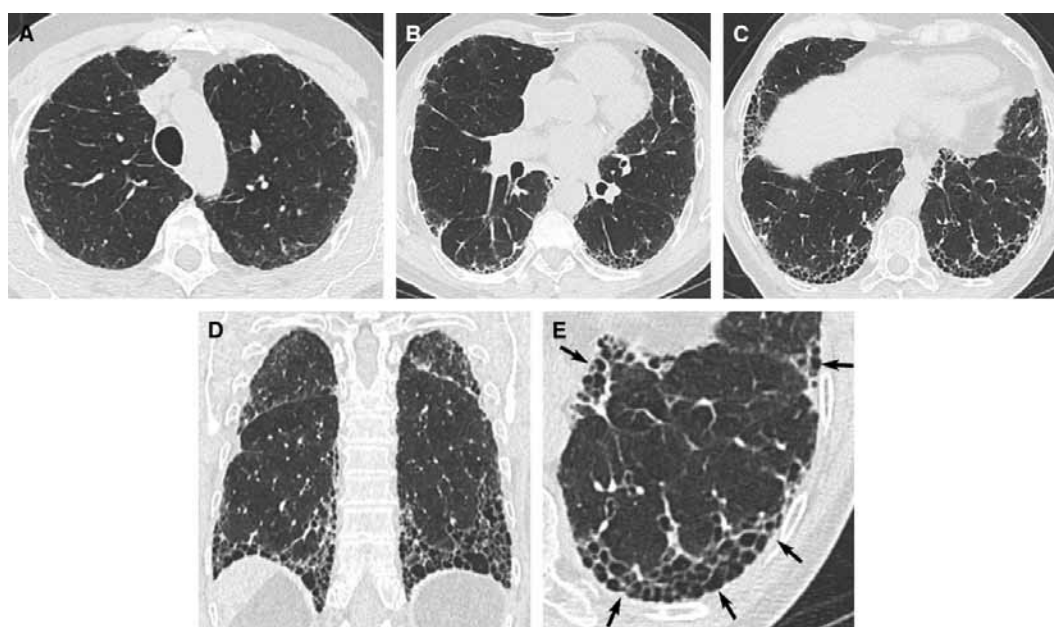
Компьютерная томограмма высокого разрешения: паттерн обычной интерстициальной пневмонии. На поперечных компьютерно-томографических срезах (А–С) и коронарной реконструкции (D) продемонстрировано «сотовое легкое», преимущественно в субплевральных и базальных отделах легких. Обращает внимание одновременное присутствие слабовыраженного «матового стекла». Е — на увеличенном изображении нижней доли левого легкого показано типичное «сотовое легкое», представляющее собой скопления кистозных воздушных полостей различного диаметра с четко очерченными стенками, расположенные в один или несколько слоев (показано стрелками)
